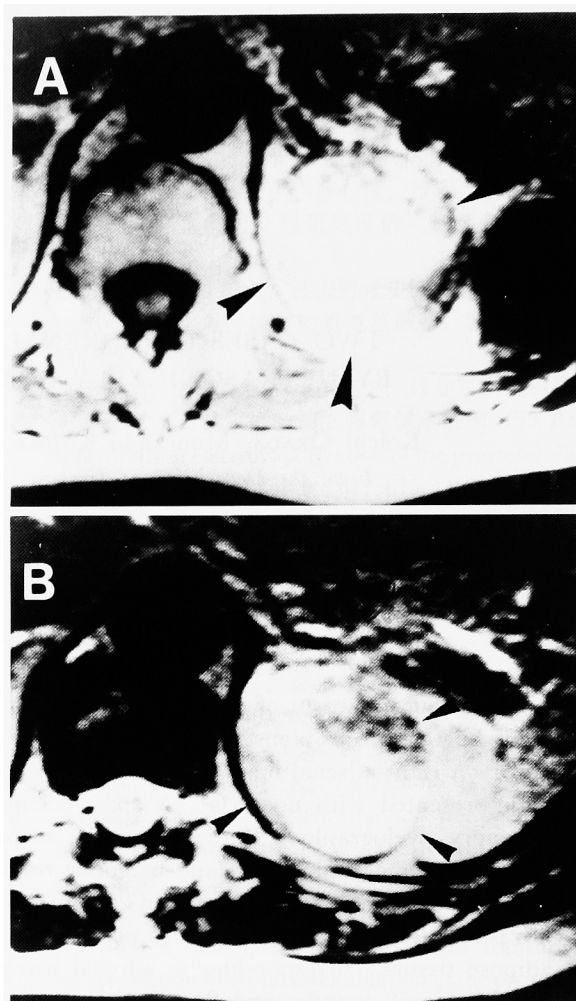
MRI (A: T1-weighted image, B: T2-weighted image) revealed a high intensity mass in the left adrenal gland (case 2).
